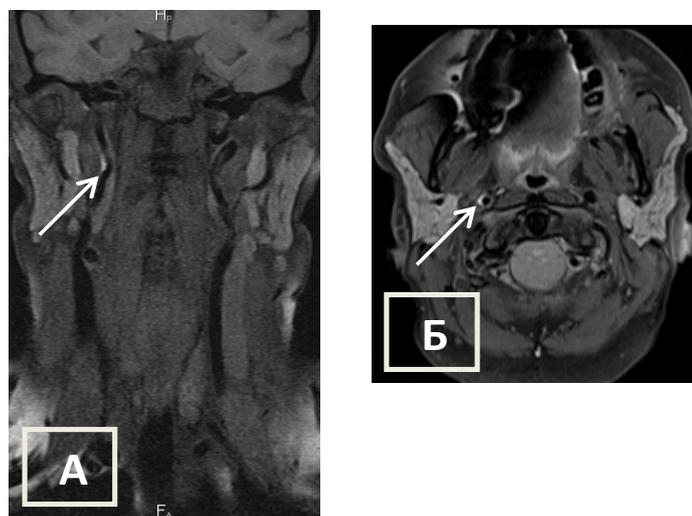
МРТ артерий шеи в режиме T1 fat-sat через 3 месяца после первого исследования (03.03.2017)
